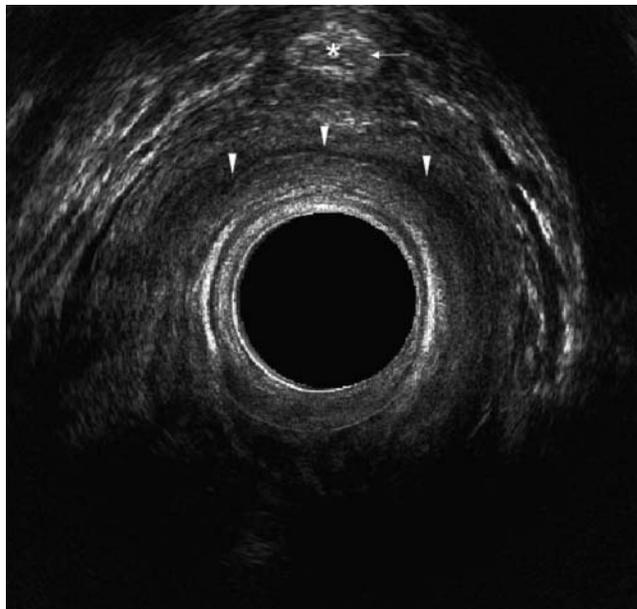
Ecografia 3D con sonda transrettale rotante elettronica. Scansione al di sopra del piano sfinteriale a livello dello iato del muscolo elevatore. Visione assiale della vagina (punte di freccia) e dell'uretra (U) con rappresentazione in dettaglio della sottomucosa (freccia)
